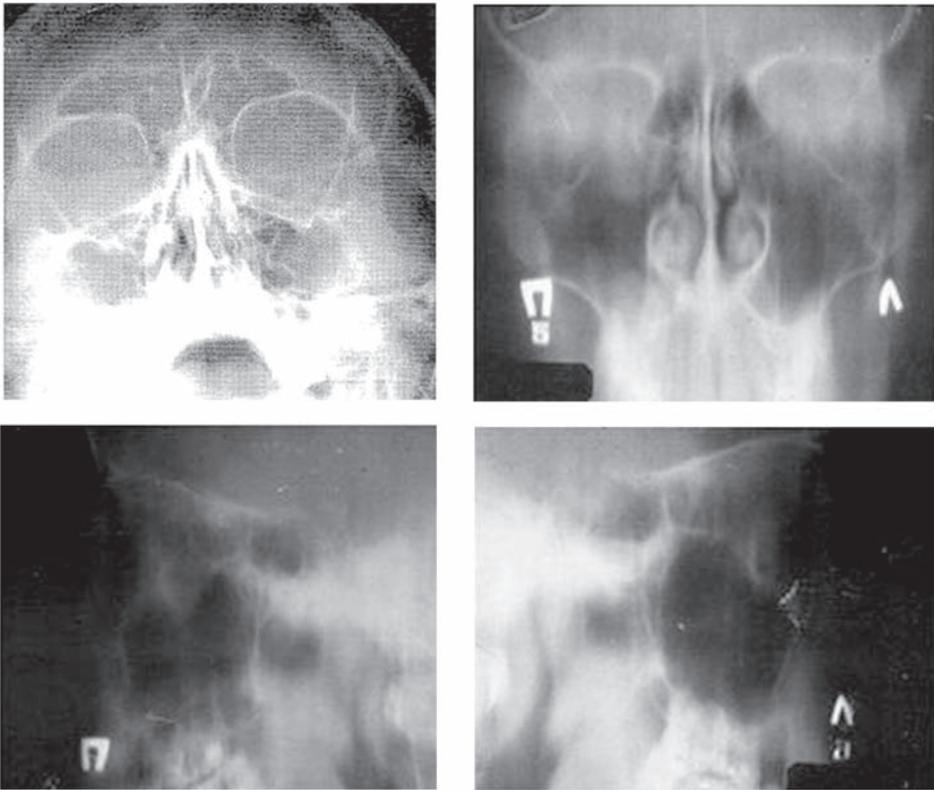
Рентгенограмма и томограммы глазниц. Перелом нижней стенки правой глазницы без повреждения глазничного края со смещением в полость верхнечелюстной пазухи крупного фрагмента по типу «створки», размер и степень смещения которых видны на томограммах.
